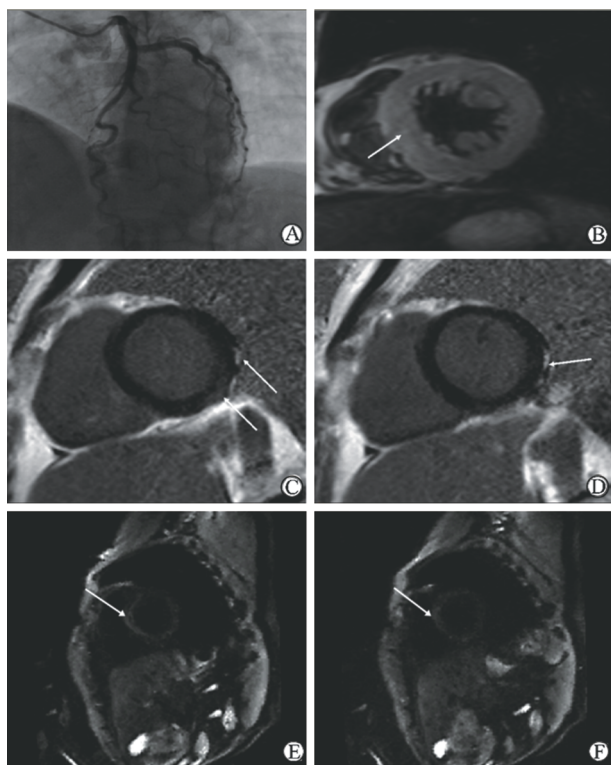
AM 患者冠脉造影及 MRI 各序列表现
